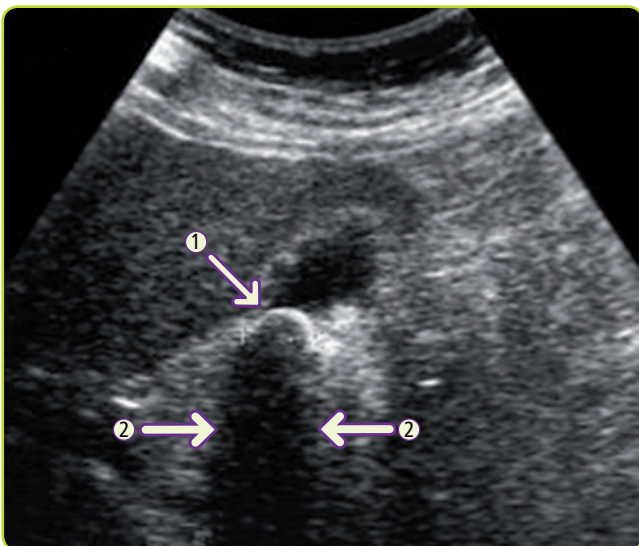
Ecografía que muestra colelitiasis (flecha 1) con fenómeno de sombra acústica (flechas 2).
